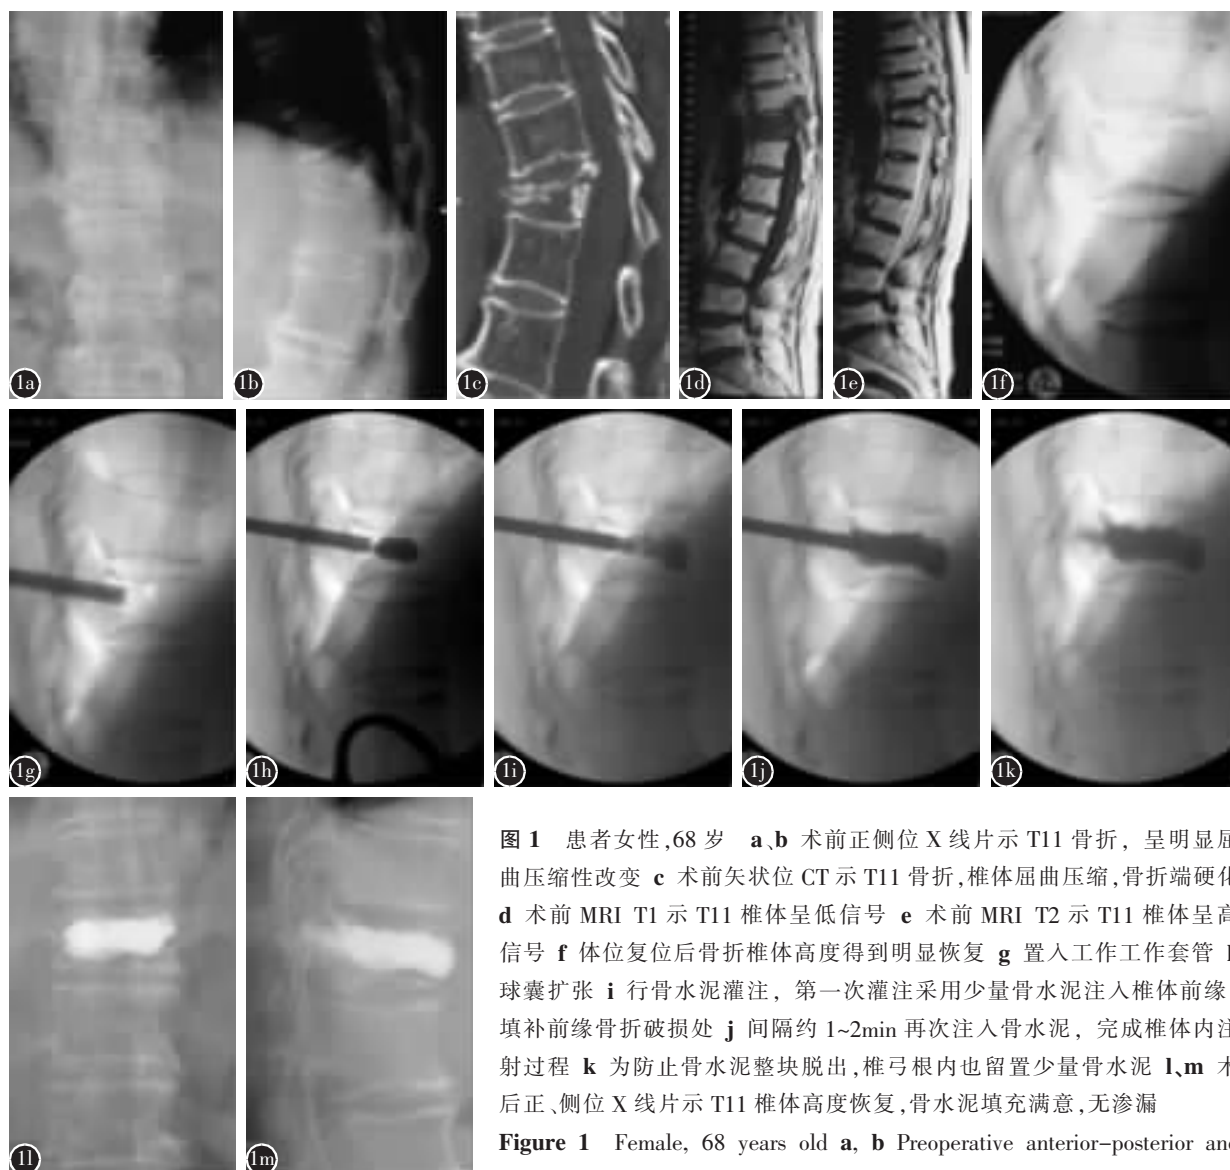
患者女性,68 岁 a、b 术前正侧位 X 线片示 T11 骨折,呈明显屈曲压缩性改变 c 术前矢状位 CT 示 T11 骨折,椎体屈曲压缩,骨折端硬化 d 术前 MRI T1 示 T11 椎体呈低信号 e 术前 MRI T2 示 T11 椎体呈高信号 f 体位复位后骨折椎体高度得到明显恢复 g 置入工作套管 h 球囊扩张 i 行骨水泥灌注,第一次灌注采用少量骨水泥注入椎体前缘,填补前缘骨折破损处 j 间隔约 1~2min 再次注入骨水泥,完成椎体内注射过程 k 为防止骨水泥整块脱出,椎弓根内也留置少量骨水泥 l、m 术后正、侧位 X 线片示 T11 椎体高度恢复,骨水泥填充满意,无渗漏
